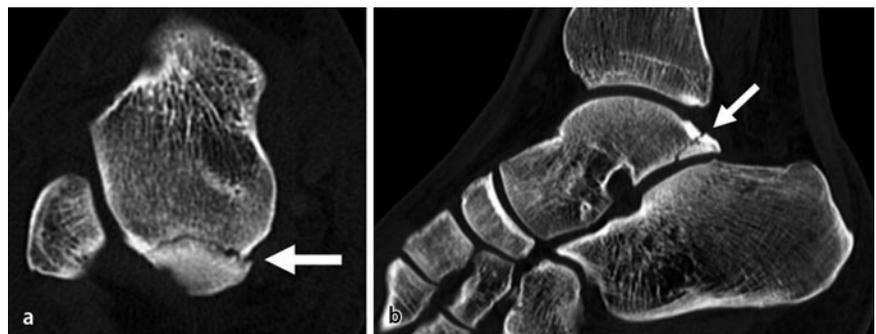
▲ CT-Aufnahme einer Fraktur des Proc. post. tali (weißer Pfeil). Gleicher Fall wie Abb. 1. Axiale (a) und parasagittale (b) Reformationen
